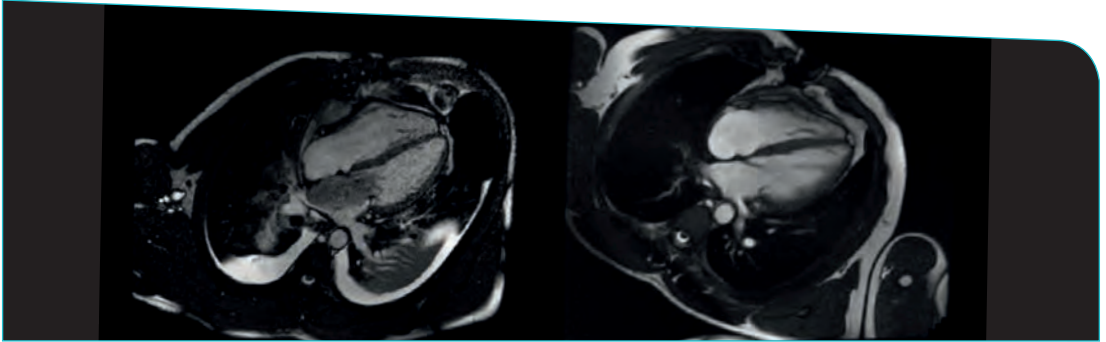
A la izquierda RMN cardiaca al diagnóstico. A la derecha RMN tras 6 ciclos de Ifosfamida-Epirubicina
